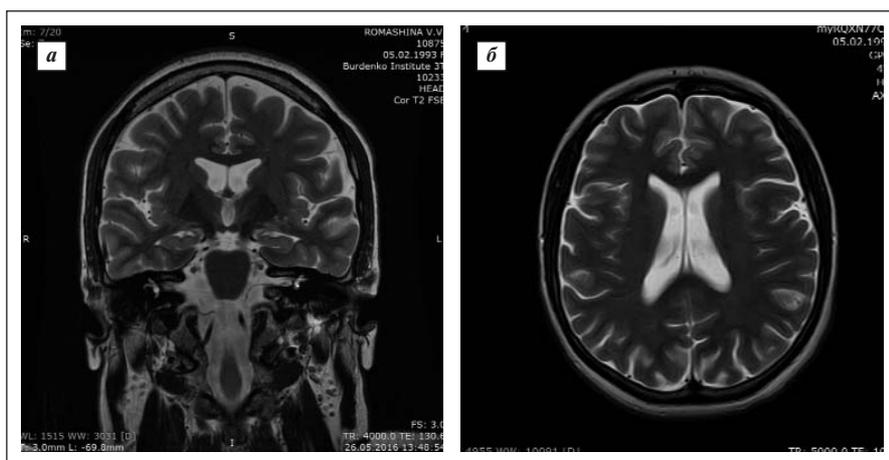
МРТ головного мозга. а – МРТ T2 (Fat Supressed, режим с подавлением сигнала от жировой ткани): строение, объем и дифференцировка вещества гиппокампов без структурных нарушений; б – МРТ AX T2: признаки наружно-внутренней гидроцефалии
